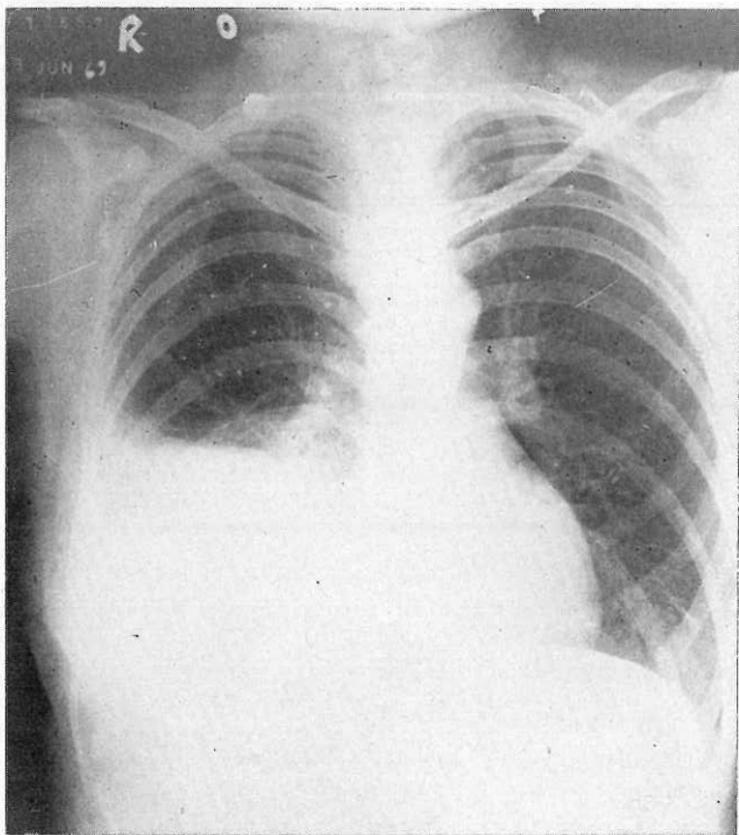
Radiografía postero anterior del tórax, en un caso de absceso hepático amibiano del lóbulo derecho abierto a bronquios. Se observa opacidad basal que borra el hemidiafragma y el seno costodiafrágico. (Cortesía del doctor Carlos R. Pacheco).
